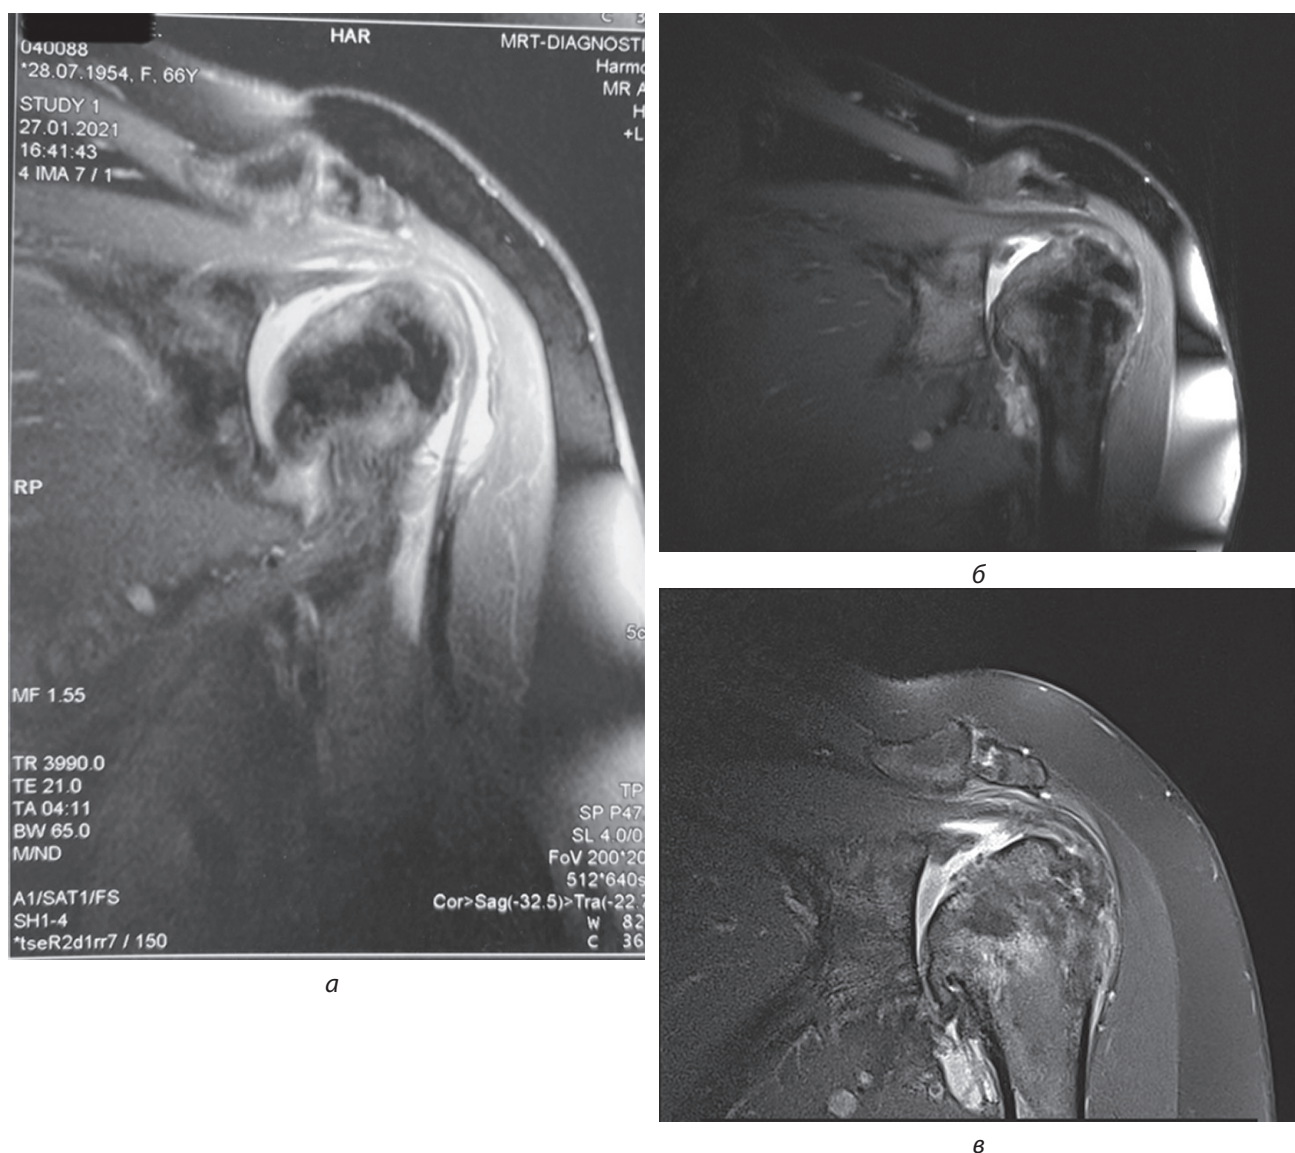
Магнитно-резонансная томография левого плечевого сустава пациентки Г.:
